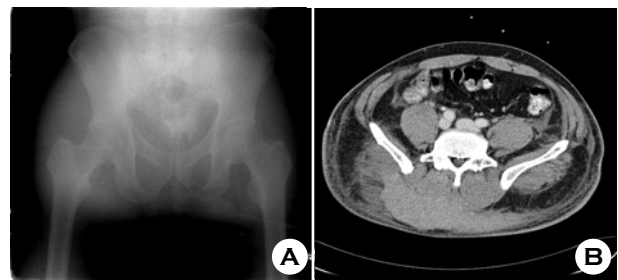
(A) Plain X-ray shows intact pelvic bone. (B) Abdomen-pelvis CT shows the huge hematoma in the gluteal area and flank.
